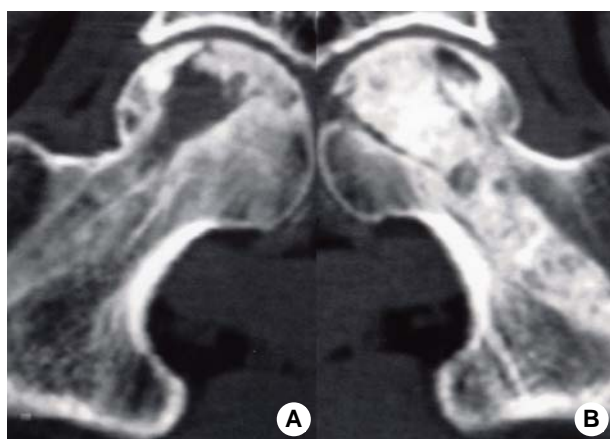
Post operative CT image of both femoral head show core decompression sites of both femoral head (A, B) and allograft impaction of left femoral head (B).
